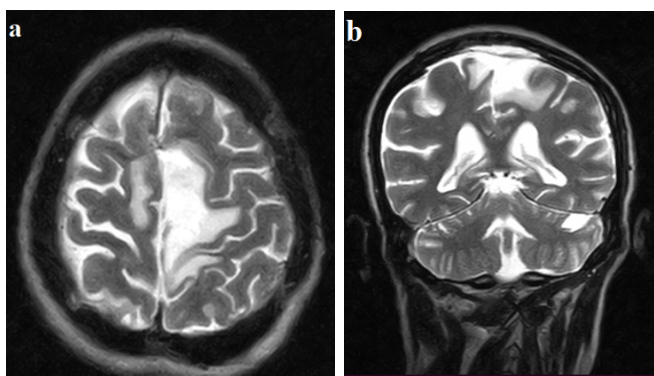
(а, б). Контрольне МРТ головного мозку через 6 місяців після операції (T2W режим). (а) Аксіальна проекція та (б) коронарна проекція: ознак рецидиву новоутворення або ішемічних змін – не виявлено.
